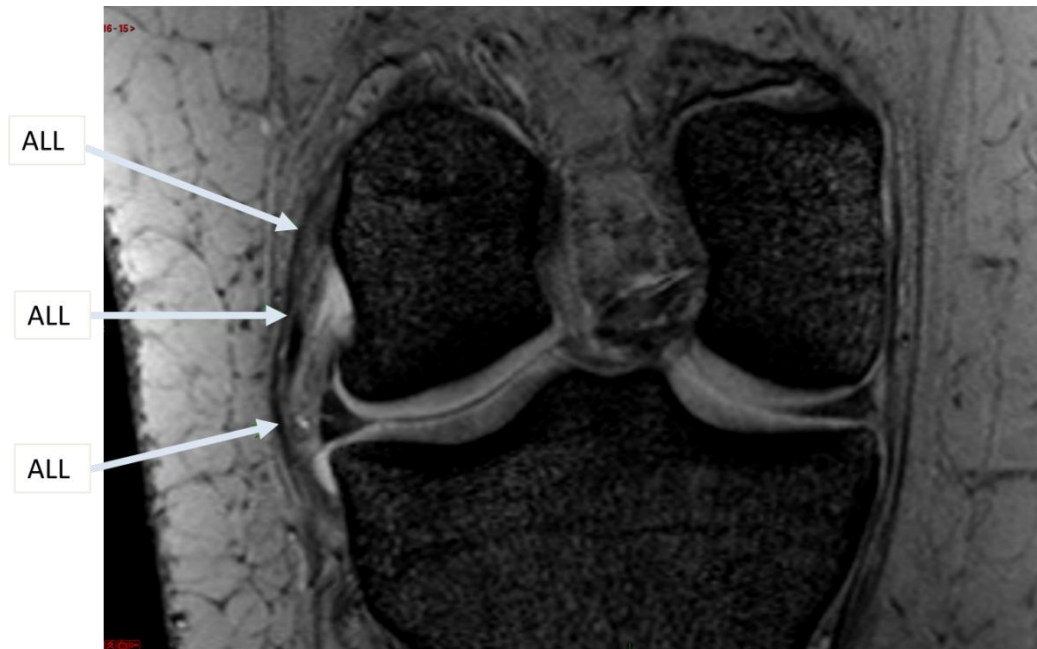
Exemple de visualisation IRM du ligament antérolatéral (ALL)
